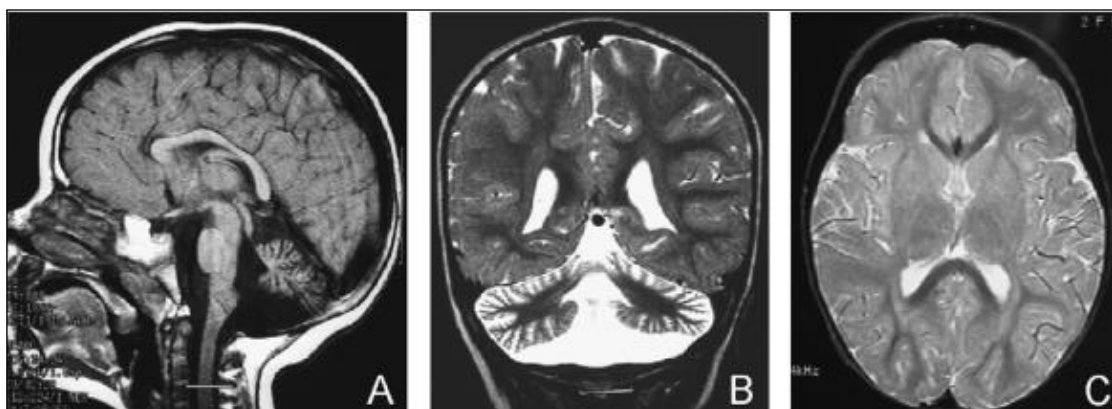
RM de paciente com 2 anos de idade. É observável atrofia cerebelosa a envolver maioritariamente o vérmis e hipersinal no córtex cerebeloso.
